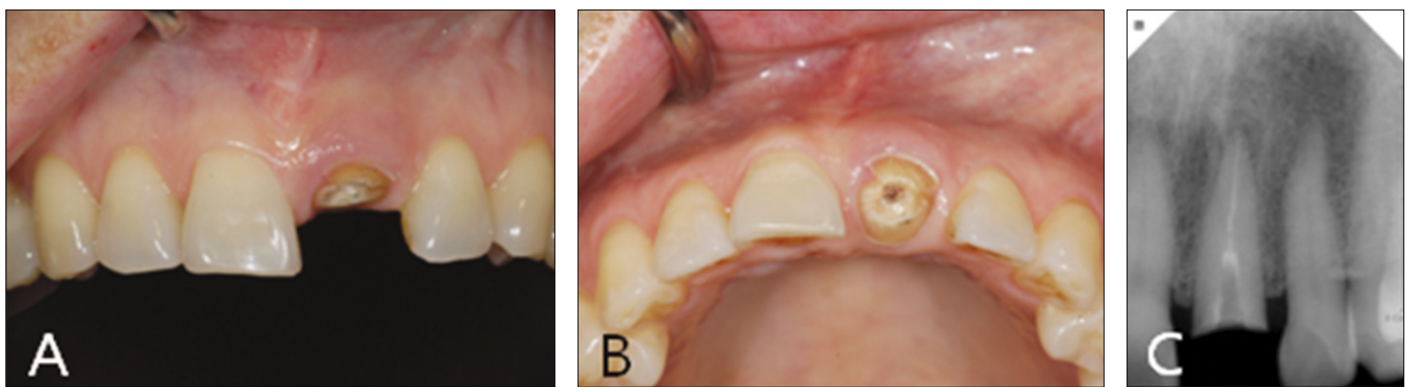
Intraoral photos and periapical radiograph at first visit. A: Maxillary left central incisor from labial view, B: Maxillary left central incisor from incisal view, C: Periapical radiograph of maxillary left central incisor with periapical radiolucent area.
